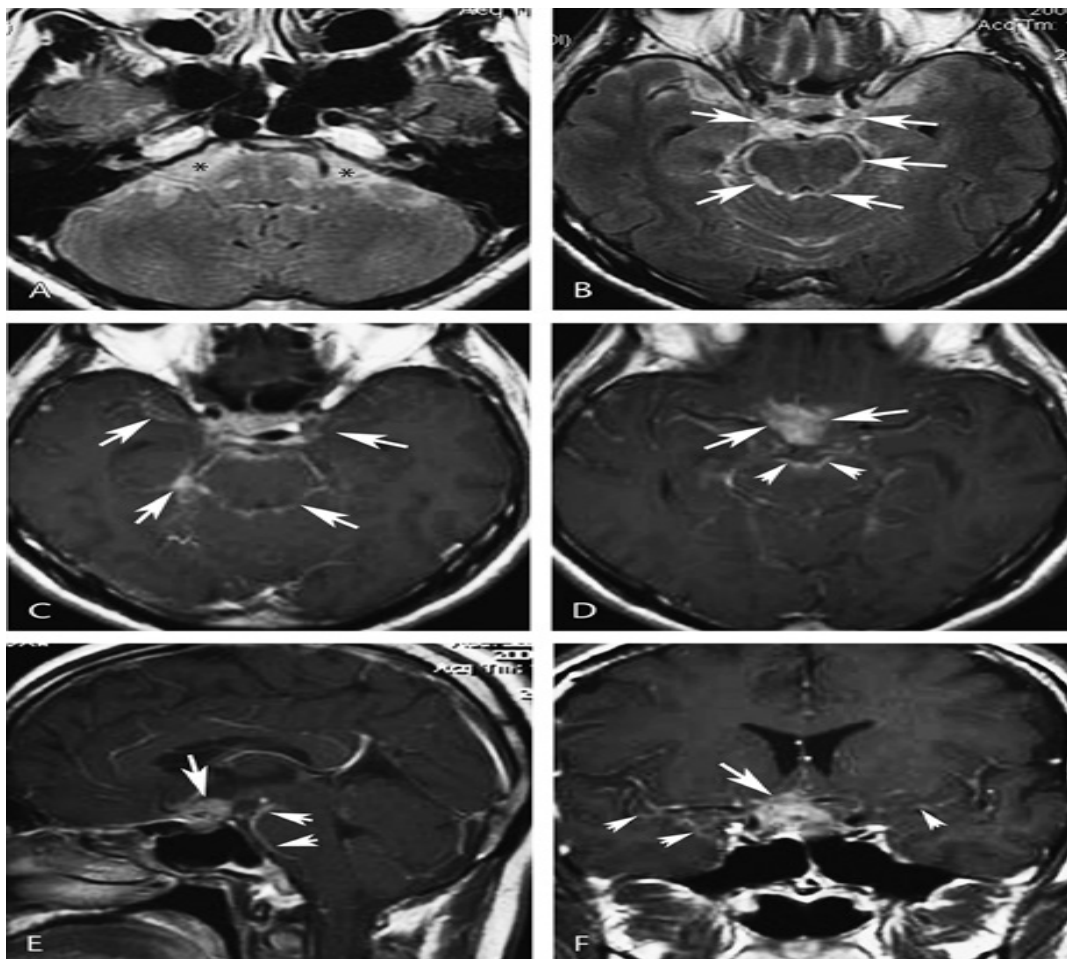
Leptoméningite tuberculeuse : homme de 43 ans présentant des céphalées progressives depuis 2 semaines, une raideur de la nuque, de la fièvre, des sueurs nocturnes et une polyurie. A, l'image Axiale FLAIR montre une augmentation diffuse du signal du LCR dans les citernes basales (*). B, l'image Axiale FLAIR à la jonction pontomédullaire montre un signal élevé des espaces sous-arachnoïdiens cisternaux et de la surface du mésencéphale (flèches). C-F, Les images axiales (C et D), sagittales (E) et coronales (F) T1 après injection de gadolinium montrent un rehaussement leptoméningé diffus autour du mésencéphale, des fissures sylviennes et de la citerne suprasellaire sellaires (flèches). Noter le rehaussement leptoméningé de la citerne interpédonculaire (D, pointes de flèches). (S. Chakraborty MD, Université d'Ottawa, Canada.)
